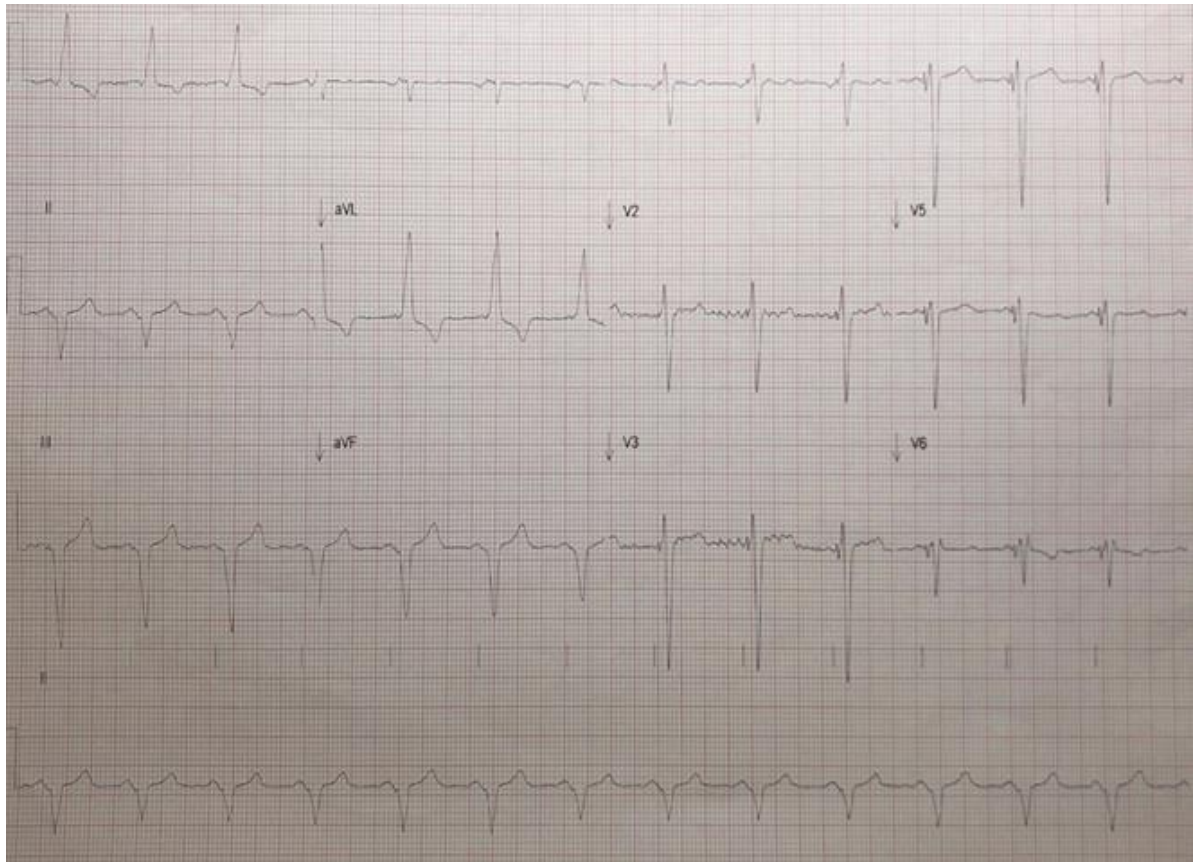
Μελέτη ασθενούς 47 ετών με ΚΑ μη ισχαιμικής αιτιολογίας, πριν και μετά την εμφύτευση αμφικολιακού βηματοδότη/απινιδιστή. Παρατίθεται ΗΚΓ 12 απαγωγών διαθωρακική ηχοκαρδιογραφική μελέτη, ιστικό doppler που επιδεικνύει ενδοκοιλιακό δυσσυγχρονισμό και καθολικό ρυθμό επιμήκους παραμόρφωσης αριστερής κοιλίας.
